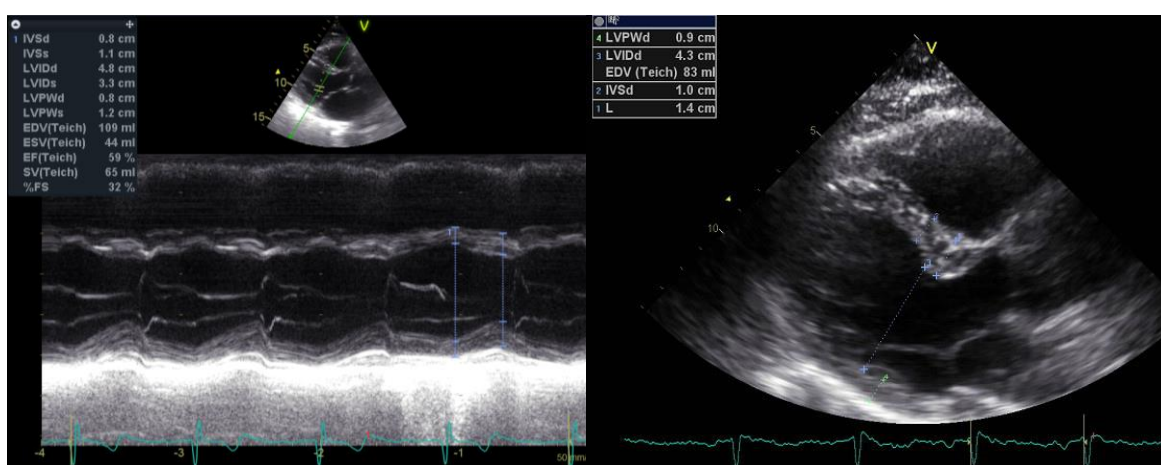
zeigt den linken und rechten Ventrikel in der Parasternalen langen Achse. IVSd, LVIDd und LVPWd sind im M-Mode exakt messbar.
